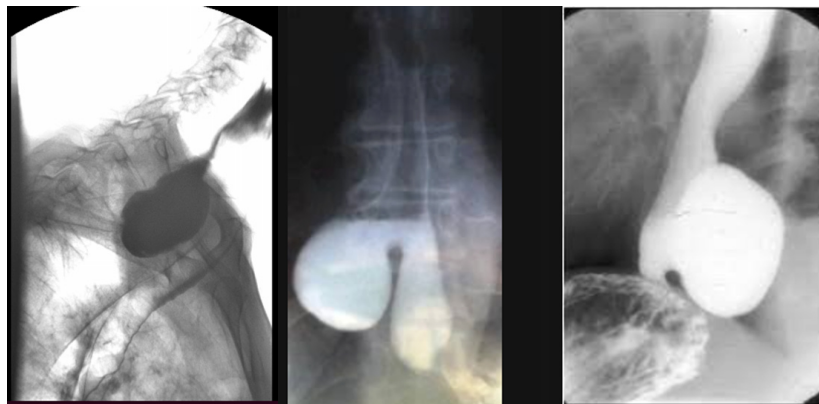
Рентгеноскопия пищевода. Дивертикулы различных локализаций
